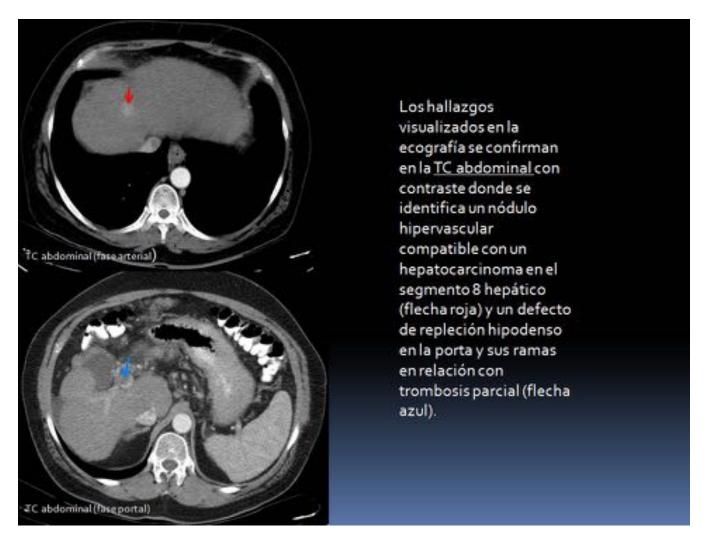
Hepatocarcinoma sobre un hígado cirrótico. Trombosis parcial de la porta en TC. (MISMO PACIENTE DE LA FIGURA 5)
